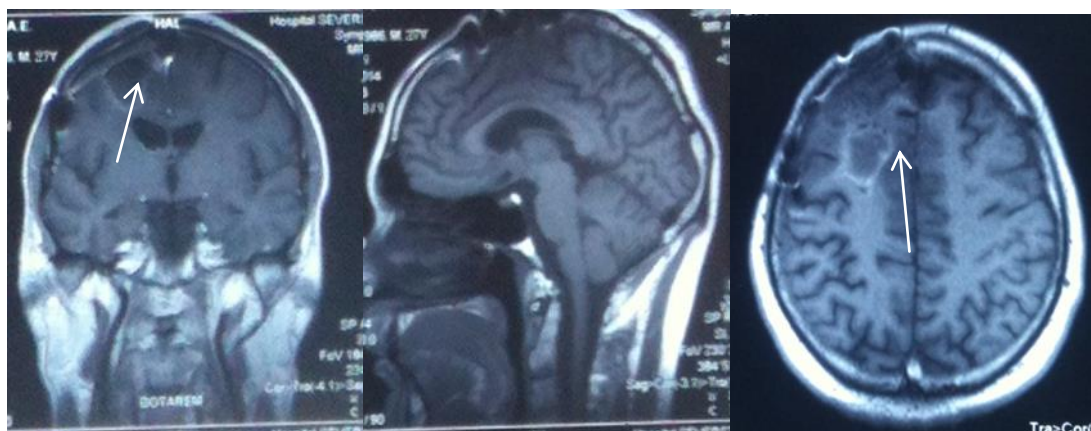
МРТ больного К. после операции
